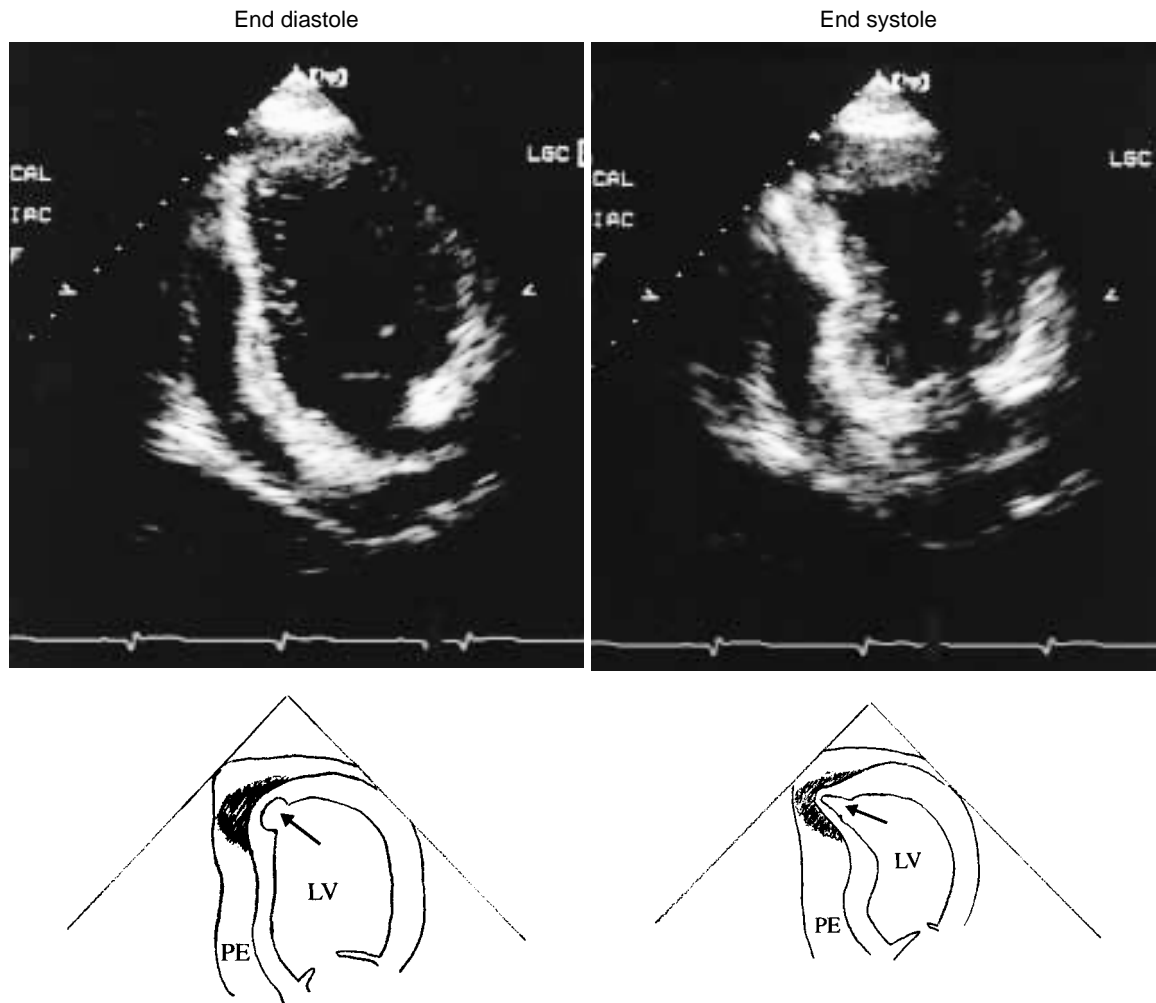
Transthoracic echocardiogram findings in the apical view on the sixth day
